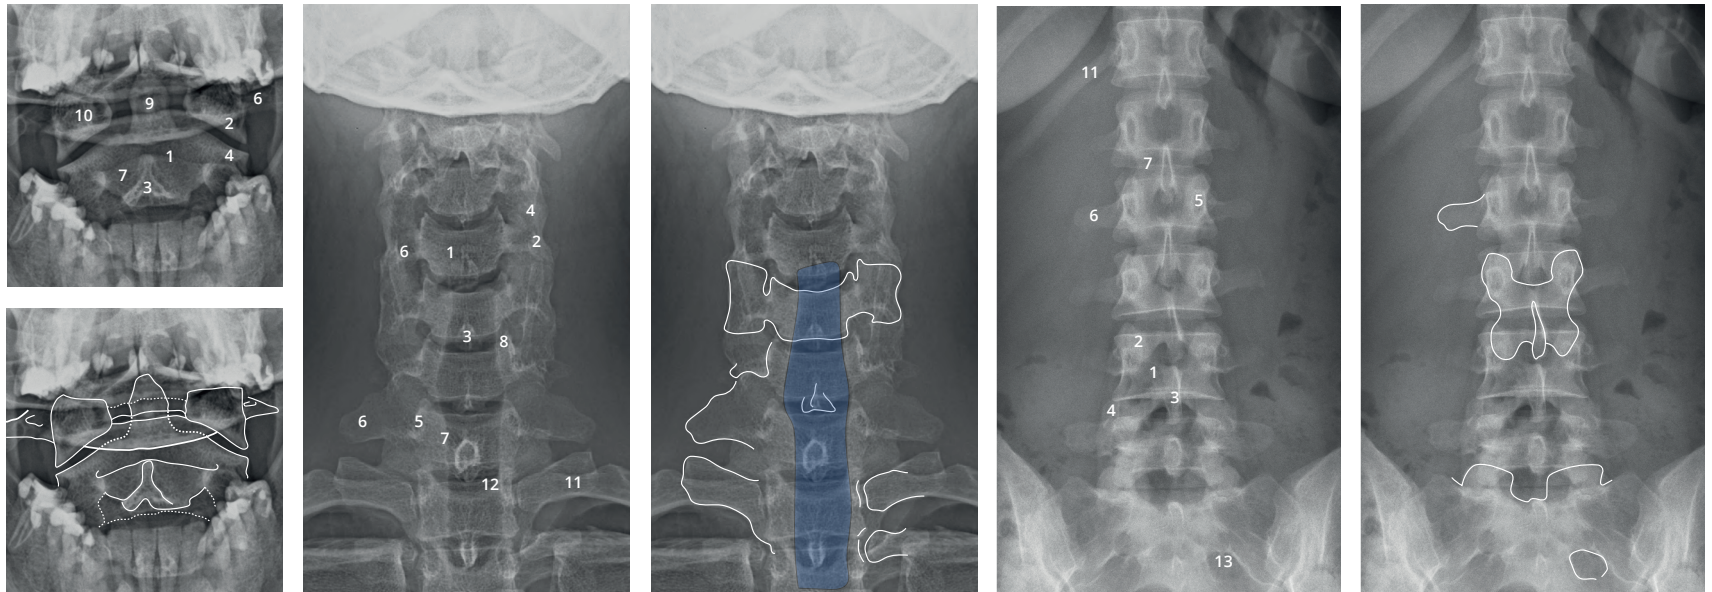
Radiographies de face de la colonne. À gauche, face bouche ouverte de C1-C2 ; au centre, face de la colonne cervicale ; à droite, face de la colonne lombaire. Notez l'alignement des masses latérales de C1 et des épaules de C2 (gauche), le contour de la trachée (bleu), d'une vertèbre cervicale (milieu, haut), les aspects différents des processus transverses de C6-C7-T1 (milieu, gauche), les articulations costovertébrales (milieu, droite), le processus transverse de L2 droit, l'arc postérieur de L3, les articulaires supérieures de S1 ainsi que le premier foramen sacré pelvien gauche (image de droite).
